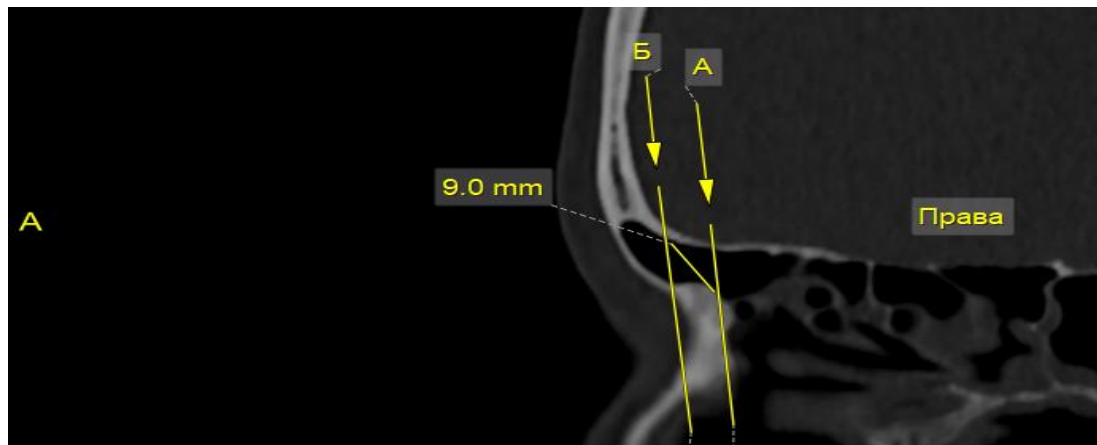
НЛС правої лобової пазухи з негативною оцінкою та широким діаметром (Комп'ютерна томограма жінки 23 р.).
